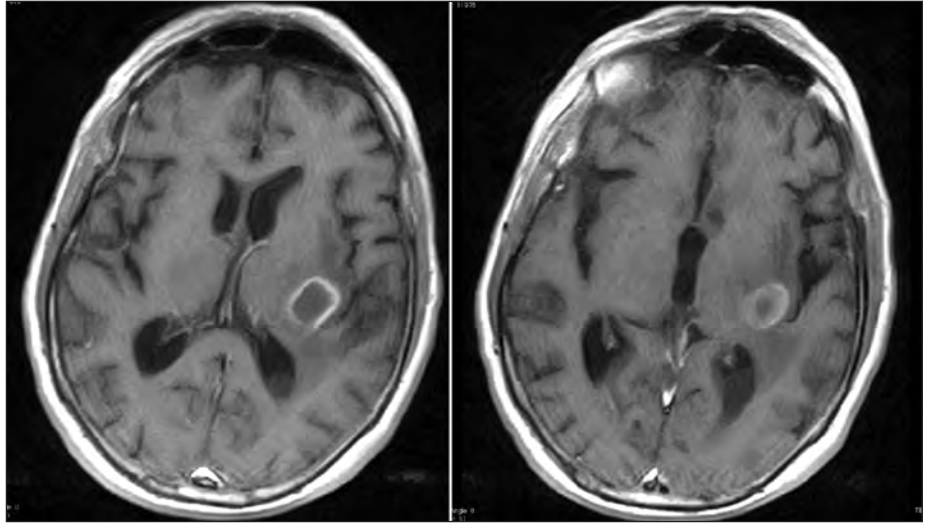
Ressonância magnética nuclear cerebral: lesão cavitada junto ao átrio do ventrículo esquerdo, com 21 mm de diâmetro, de contornos bem definidos que apresenta uma captação de contraste periférica em “anel” e extenso edema vasogénico, com muito discreto efeito de massa, sugestiva de abscesso.
